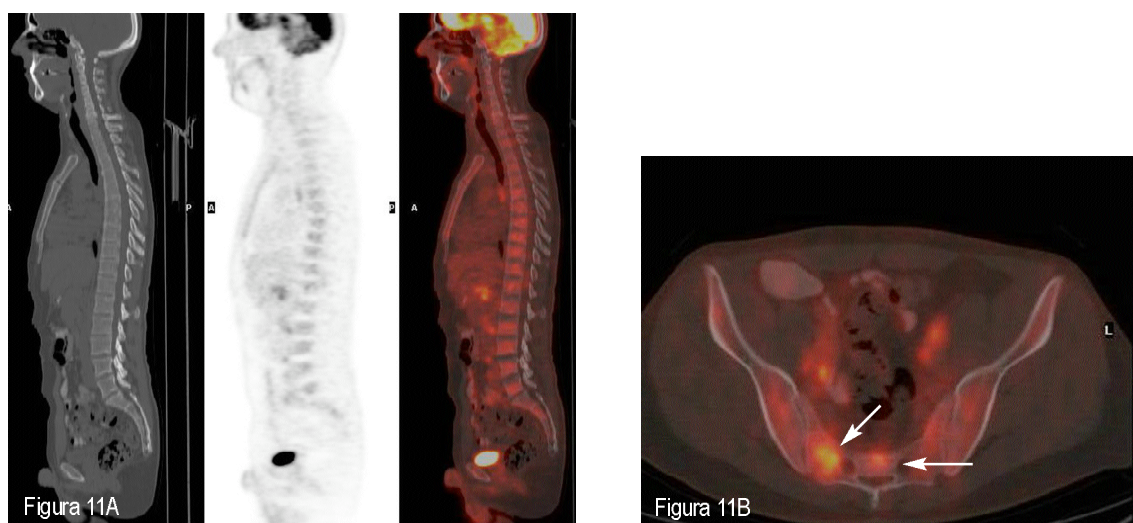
Paciente con LDCGB (ID 4) en la reestadificación. A: De izquierda a derecha TC, PET y PET/TC DB sagitales. Se observa hipercaptación difusa de la médula ósea de la columna vertebral y en el esternón en las imágenes de PET y de PET/TC DB, algo más llamativa en las vértebras dorsales bajas. B: Imagen de PET/TC DB axial del mismo paciente en la que se aprecia hipercaptación difusa heterogénea de la médula ósea del sacro e ilíaco, con focos de mayor captación en hemisacro derecho (flechas). Tras la BMO, no se demostró infiltración linfomatosa, evidenciándose únicamente una discreta hiper celularidad, por lo que constituyó un caso FP para la PET y la PET/TC.
